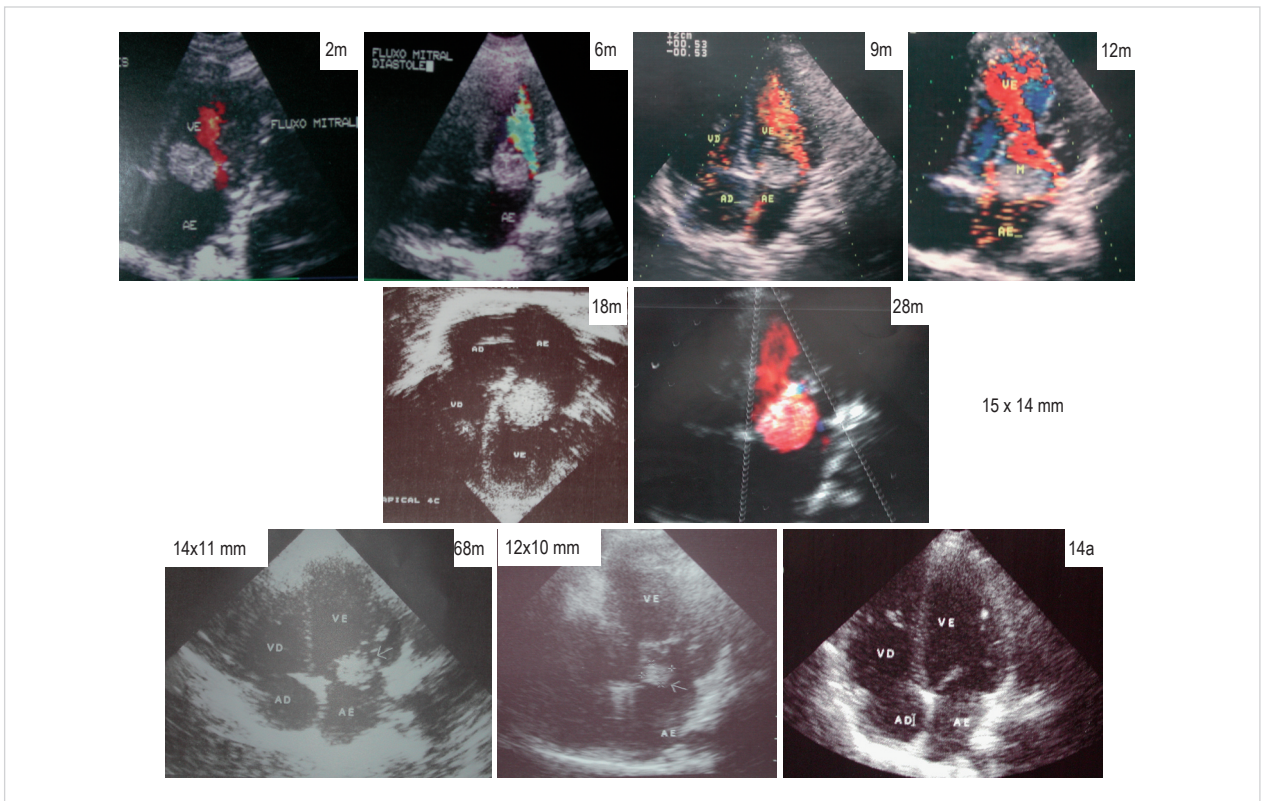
Ecocardiogramas em posição apical de 4 câmaras mostram a manutenção do tumor na face atrial da válvula anterior da mitral até 28 meses, e a diminuição progressiva do mesmo desde os 68 meses até a eliminação total com 14 anos. m – meses; a – anos.
